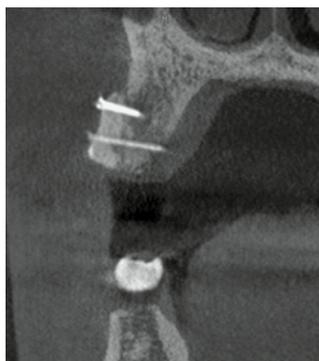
Tomographie volumique numérique à faible dose quatre mois après l'opération, avec volume stable de l'augmentation en coupe coronale
